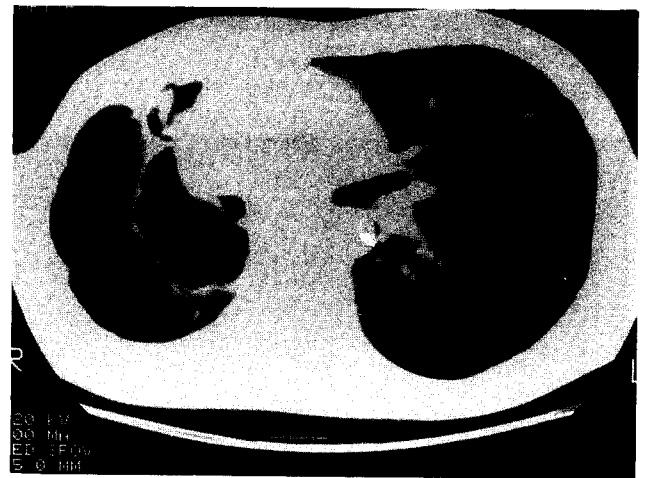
Postoperative chest CT 12months after explor-thoracotomy : Revealed stabilized pulmonary tuberculosis & remained empyema thoracis, Rt.
